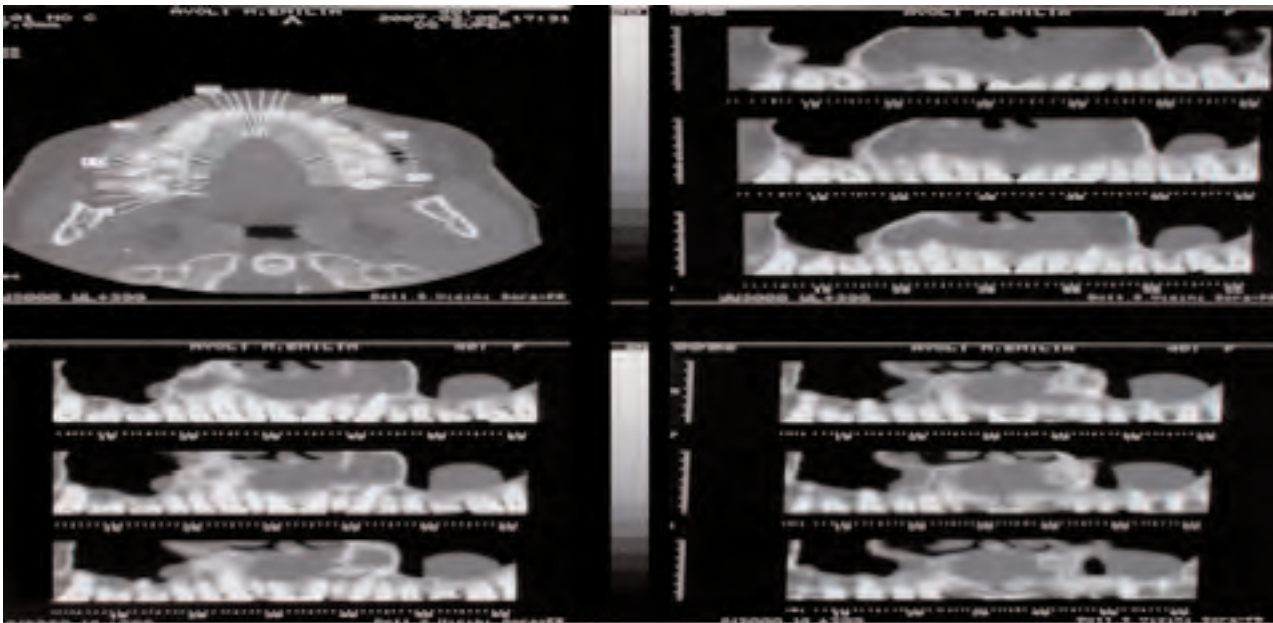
TC Dentscan pre-operatorie - Sezioni panorex: si evidenzia l'estensione della lesione
